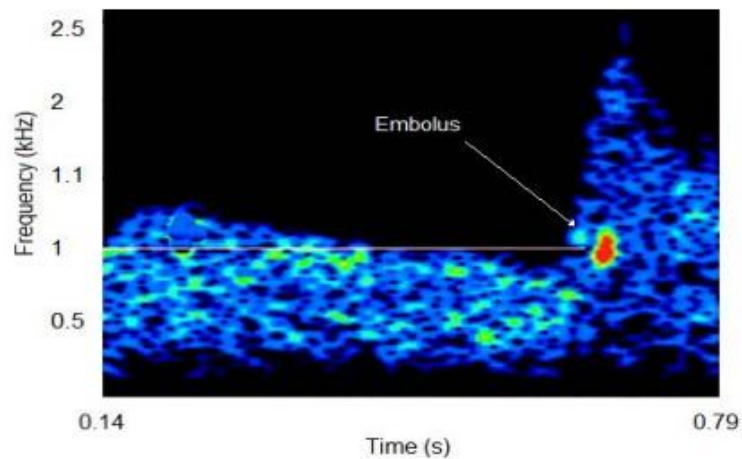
Sonogramme du signal Doppler micro-embolique [10].
